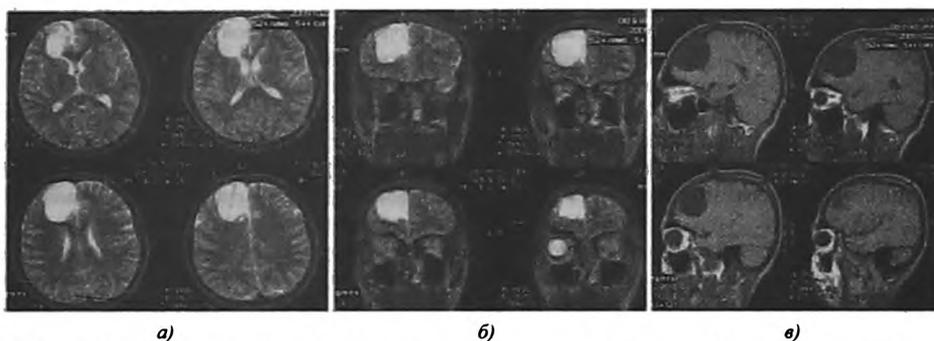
Посттравматические очаговые КТ и МРТ изменения тяжелой степени. (МРТ грамма). Гигантская арахноидальная парасагиттальная киста в правой лобно-теменной области головного мозга. А). Аксиальные сканы; Б). Коронарные сканы; В). Сагиттальные сканы.
